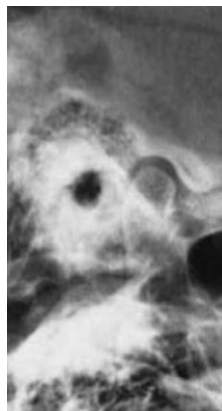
Radiografía Schüller. Se observa aplanamiento del cóndilo. (6)*
